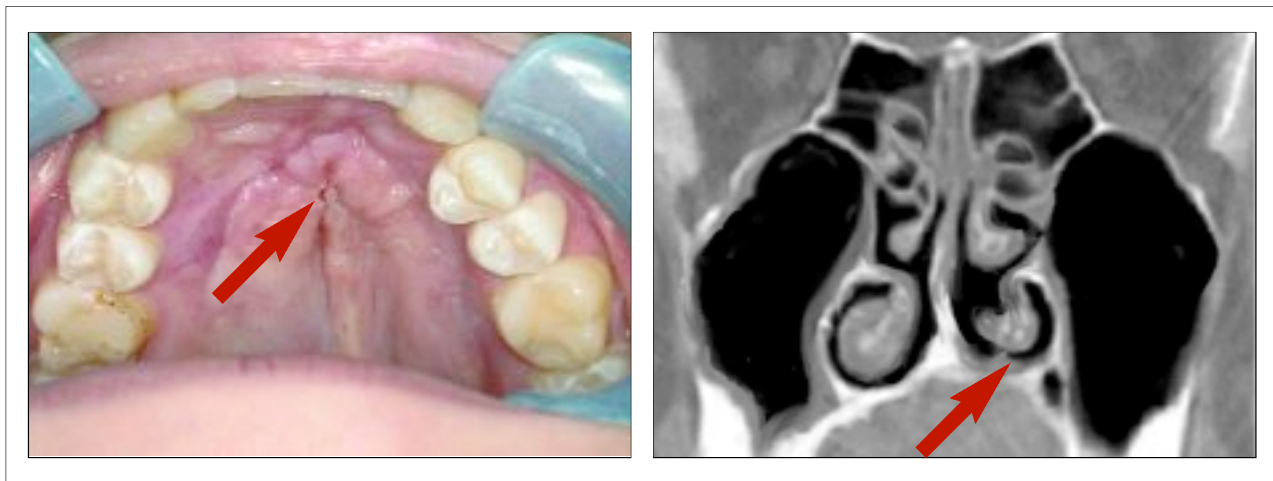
34: Gaumennahtperforation in der intraoralen und computertomografischen Ansicht
